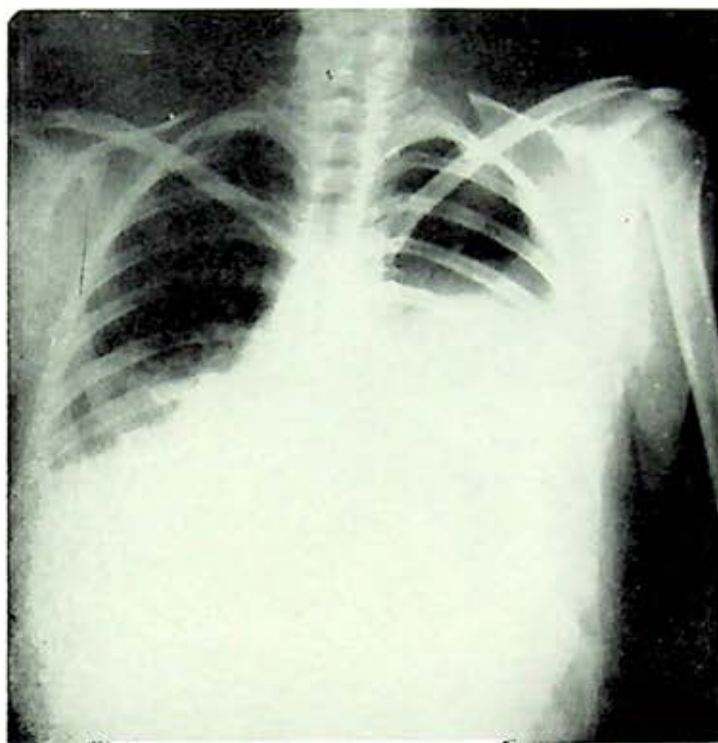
Radiografía póstero-anterior de tórax en la que se observa una opacidad homogénea en el hemitórax izquierdo. El seno costodiafragmático es visible. Existe rechazamiento del corazón a la derecha con la presencia de una opacidad en el hemitórax derecho en su parte inferior yuxtadiafragmática.
